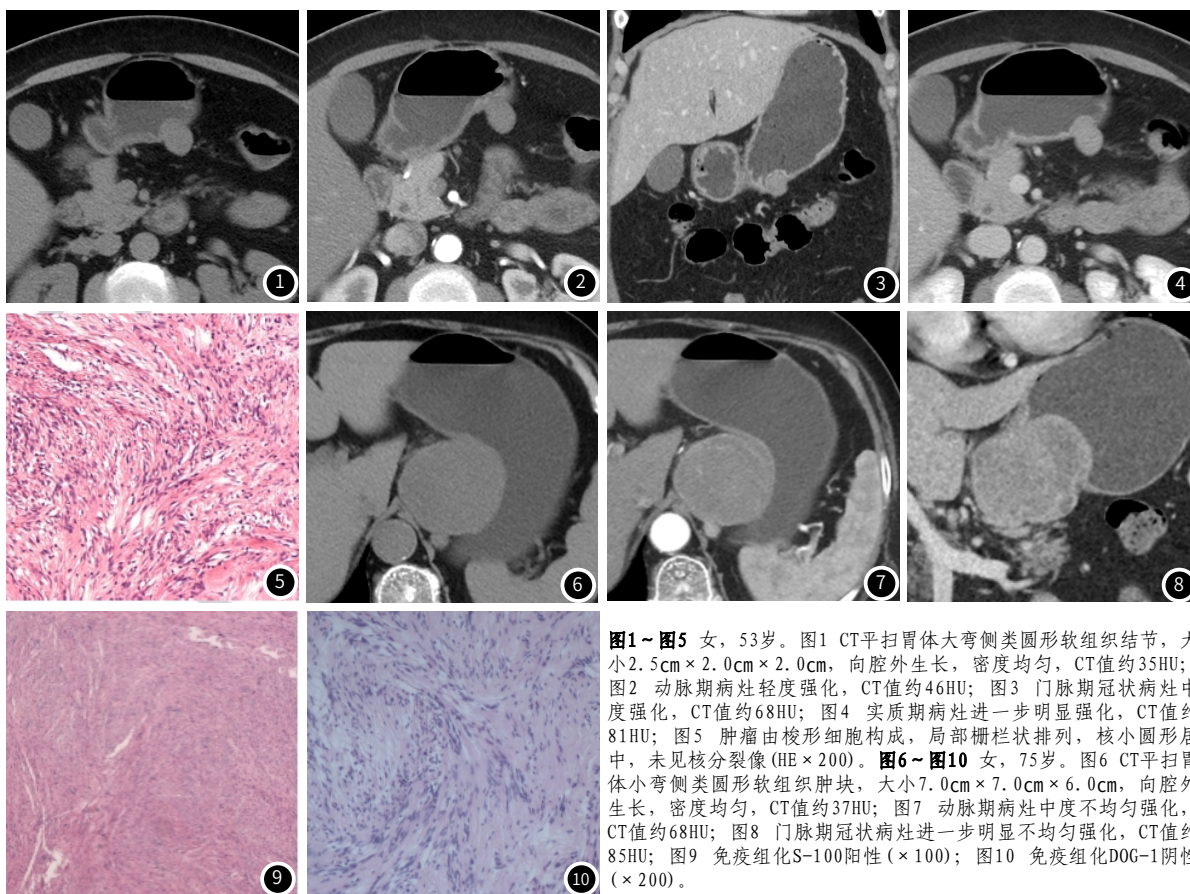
~图5 女, 53岁。图1 CT平扫胃体大弯侧类圆形软组织结节, 大小 $2.5\text{cm} \times 2.0\text{cm}$, 向腔外生长, 密度均匀, CT值约35HU; 图2 动脉期病灶轻度强化, CT值约46HU; 图3 门脉期冠状病灶中度强化, CT值约68HU; 图4 实质期病灶进一步明显强化, CT值约81HU; 图5 肿瘤由梭形细胞构成, 局部栅栏状排列, 核小圆形居中, 未见核分裂像(HE $\times 200$)。图6~图10 女, 75岁。图6 CT平扫胃体小弯侧类圆形软组织肿块, 大小 $7.0\text{cm} \times 7.0\text{cm} \times 6.0\text{cm}$, 向腔外生长, 密度均匀, CT值约37HU; 图7 动脉期病灶中度不均匀强化, CT值约68HU; 图8 门脉期冠状病灶进一步明显不均匀强化, CT值约85HU; 图9 免疫组化S-100阳性($\times 100$); 图10 免疫组化DOG-1阴性($\times 200$)。
